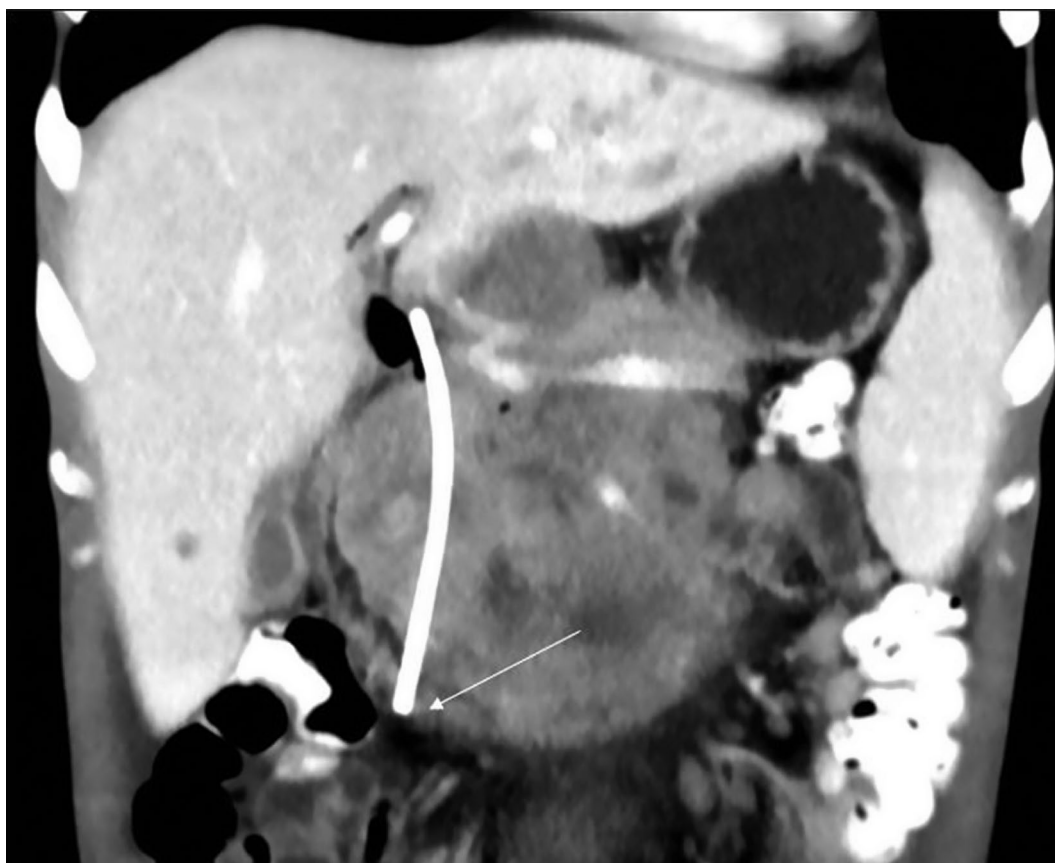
Пациент А., 24 г., с диагнозом: Герминогенная семинозная опухоль левого яичка с метастатическим поражением забрюшинных, общих подвздошных, чревных, брыжеечных лимфоузлов, лимфоузлов в воротах печени. Мультиспиральная компьютерная томография с внутривенным болюсным контрастированием, корональная плоскость, портальная фаза сканирования. Определяется конгломерат лимфоузлов в воротах печени, компримирующий холедох. Во внепеченочные желчевыводящие протоки установлен стент. Создается ложное впечатление о перфорации стенки двенадцатиперстной кишки концом трубки (стрелка)
